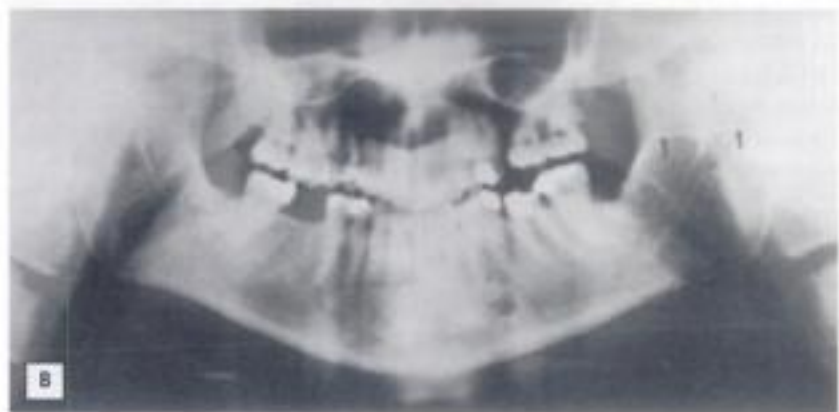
Anestesia del dentario inferior. Rotura de la aguja. A y B) Radiografía. C) Extracción: 1, situación de la aguja; 2, trayecto de la incisión.
